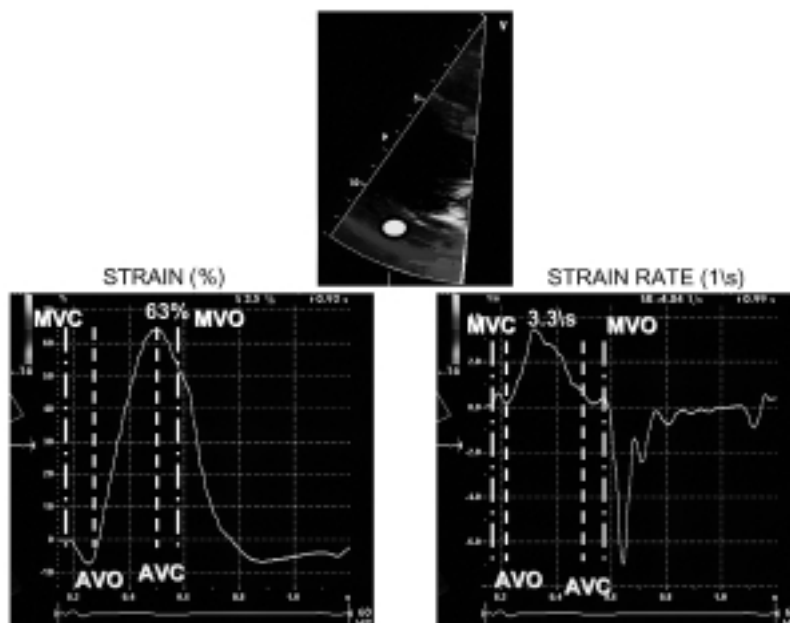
Esempio di studio della deformazione miocardica radiale. Dalla proiezione parasternale asse lungo, viene acquisito il segmento medio della parete posteriore con un angolo molto stretto, allo scopo di ottenere un frame rate > 200 frame/s. Da questa immagine vengono calcolati lo strain e lo strain rate. I due indici appaiono positivi in sistole (ispessimento) e negativi in diastole (assottigliamento). AVC = chiusura della valvola aortica; AVO = apertura della valvola aortica; MVC = chiusura della valvola mitrale; MVO = apertura della valvola mitrale.
